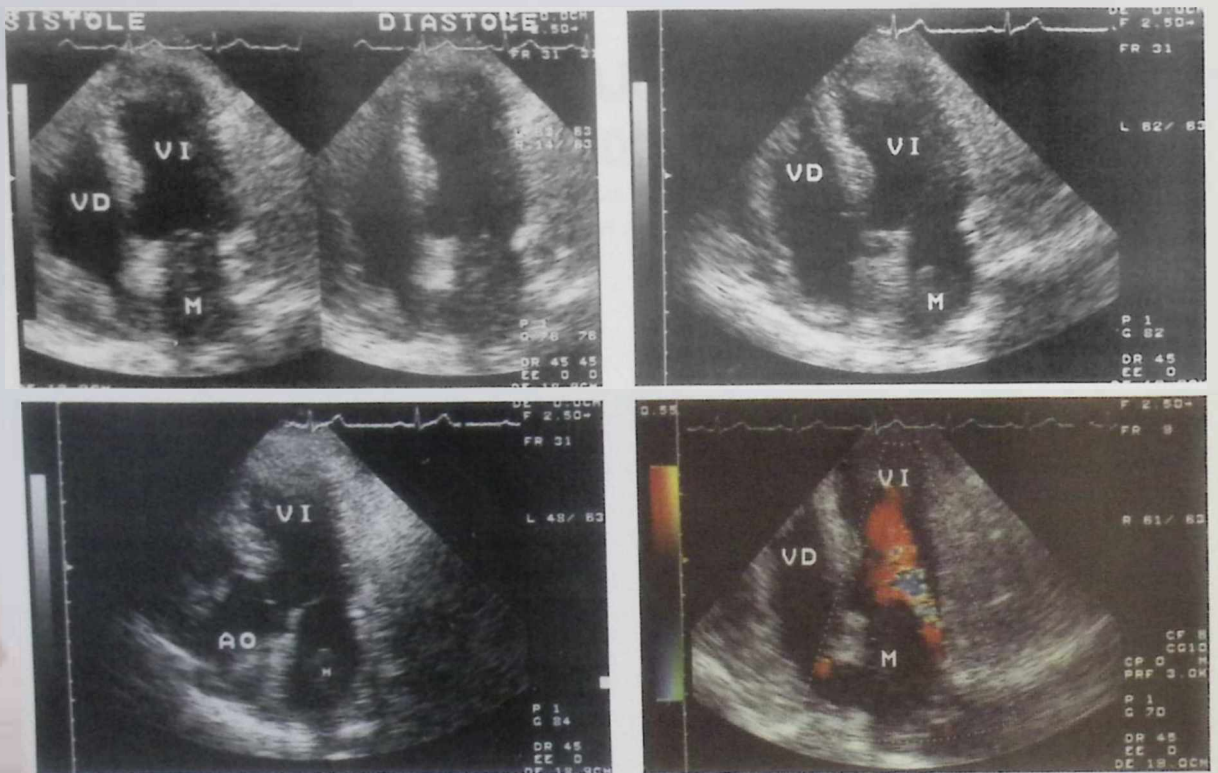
Ecografía transtóraca. A la izquierda primer control ecográfico, planos de cuatro cavidades (arriba) y tres cavidades (abajo), evidenciando una masa (M) en la aurícula izquierda. A la derecha control ecográfico siete semanas después. Arriba: la masa ha aumentado de tamaño alcanzando el plano valvular mitral. Abajo: Doppler-color evidenciando el efecto de la masa sobre el flujo aurículo-ventricular. Ventrículo derecho (VD). Ventrículo izquierdo (VI). Aorta (AO).
